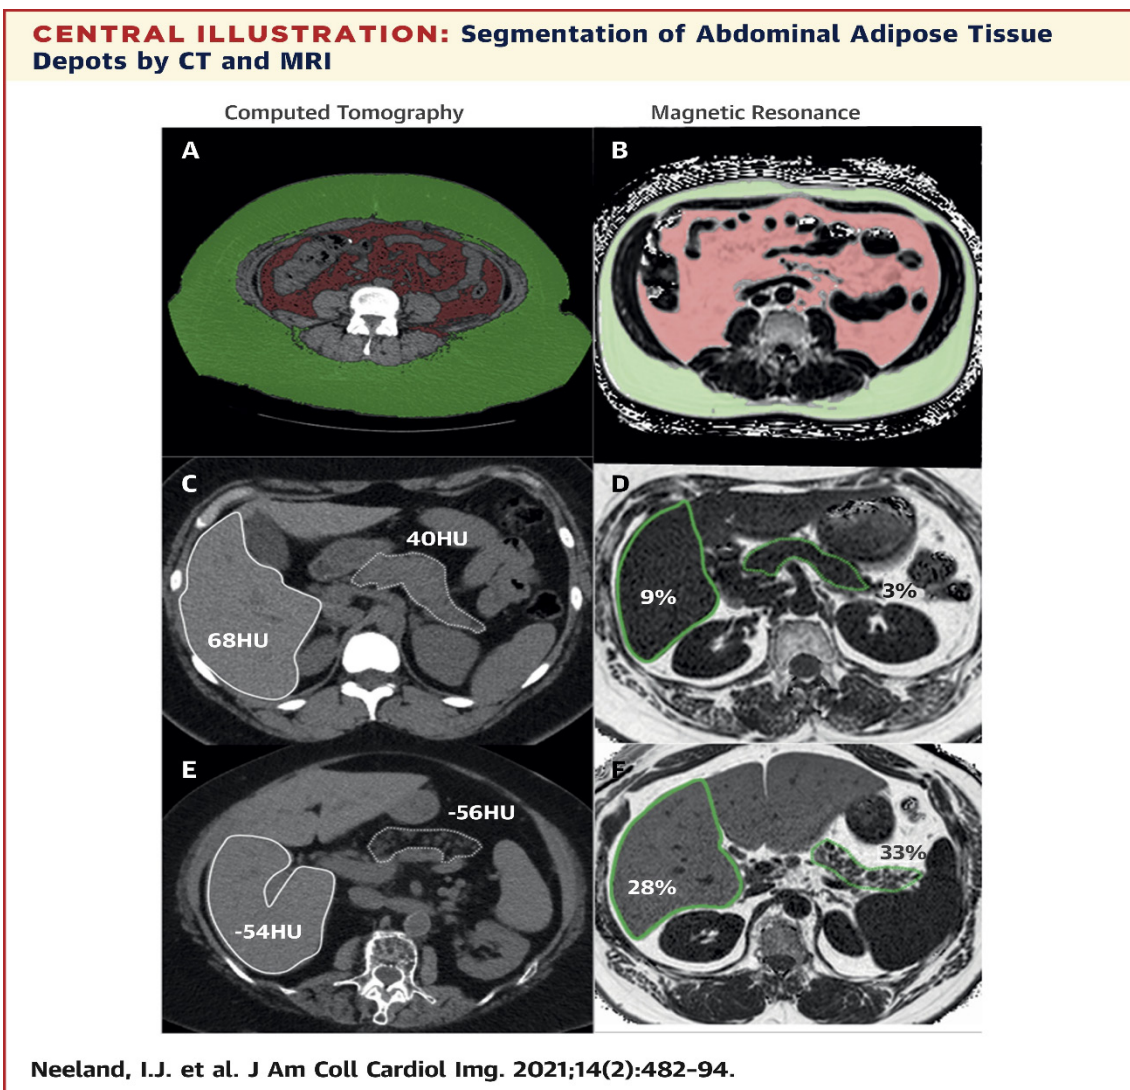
Segmentierung der abdominalen Fettdepots mittels CT und MRT. Nach [Neeland et al., 2021, JACC: Cardiovascular Imaging]. Reproduziert mit Genehmigung von Elsevier.
